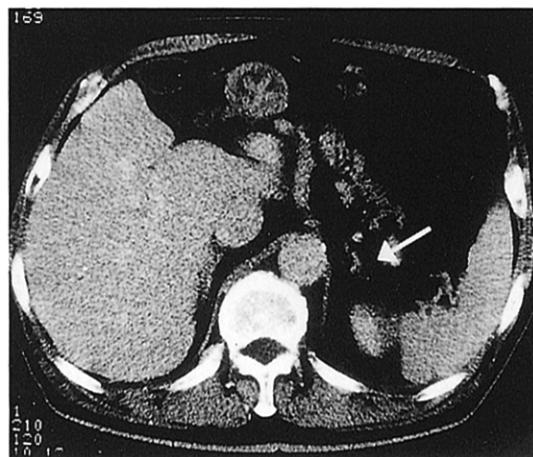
Adrenal tumor in abdominal CT with contrast enhancement
